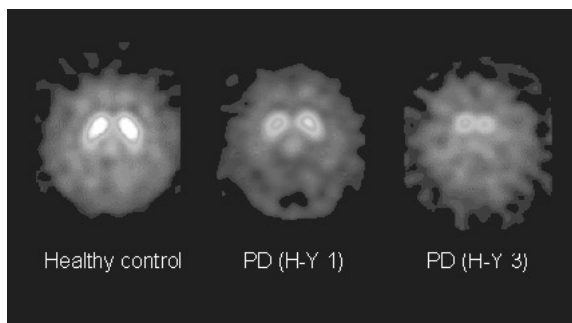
정상인과 Hoehn - Yahr stage 1 (H - Y 1) 및 stage 3 (H - Y 3) 파킨슨병 환자의 [^{123}I] β - CIT 도파민 운반체 SPECT 영상. 파킨슨병 환자에서 질병의 진행 정도에 따라 선조체 [^{123}I] β - CIT 결합이 현저하게 감소되어 있으며, 미상핵(caudate nucleus)보다 피각(putamen)에서 [^{123}I] β - CIT 결합 감소가 더 심하다.
